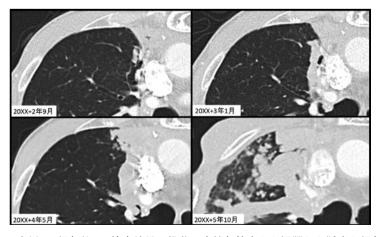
症例1. 経年的CT検査結果の推移. 末梢気管支から浸潤した腫瘍が経年的に中枢側へ進展している.
